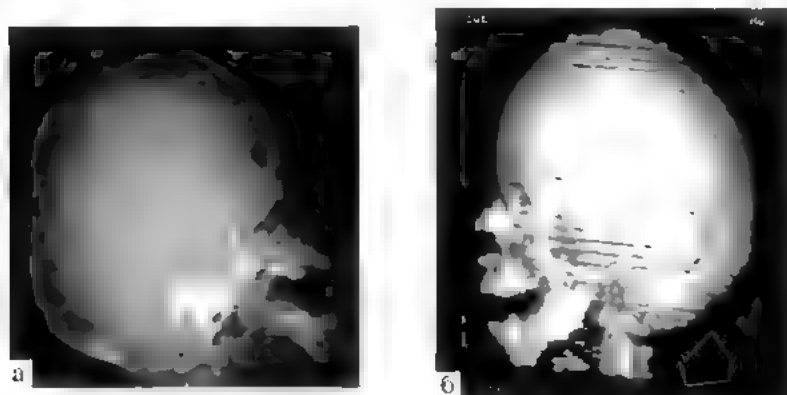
Синдром Крузона: а — рентгенограмма черепа; б — КТ, трехмерная реконструкция
